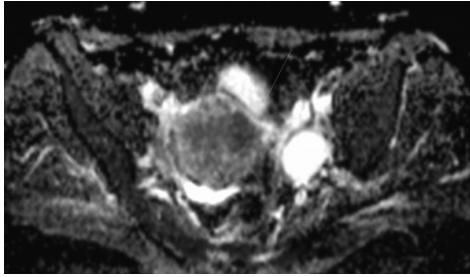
Hastanın T2 MRG'leri (A, B) ve FDG hibrit görüntüsü (C). MRG'lerinde belirgin bir kitle izlenmemiş olup, sınırları net olmayan, endometriyumdan miyometriuma uzanım gösteren basit kalınlaşma biçiminde lezyon izlenmiştir
